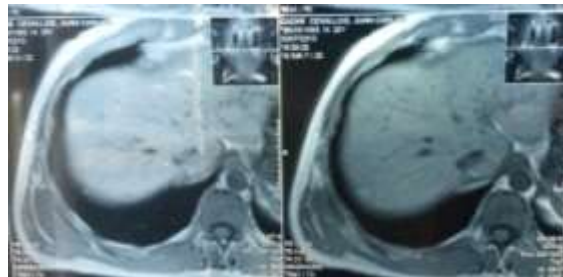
RMN simple, corte transversal que muestra masa de origen muscular en la parte inferior de la pared torácica
